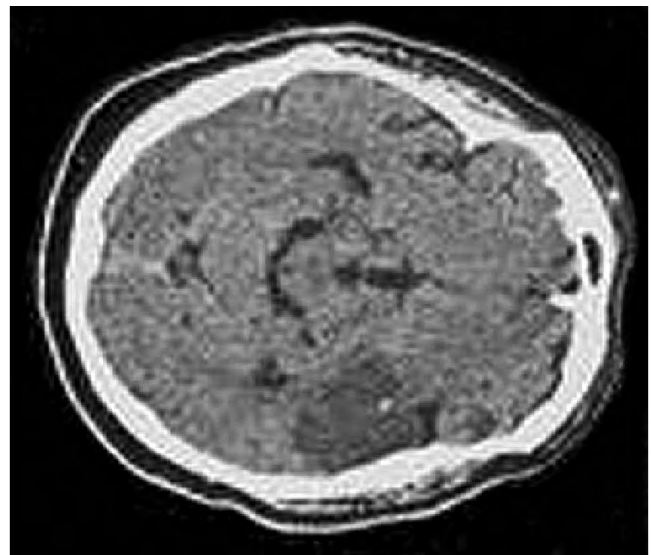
TAC DE CEREBRO: Cortes supratentoriales muestran en región temporo parietal izquierda, imagen hipodensa compatible con infarto cerebral izquierdo (arteria cerebral media)
